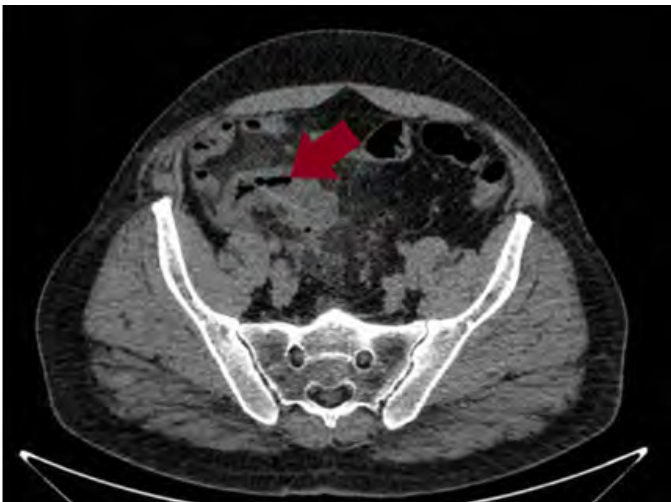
Corte axial de TAC donde se observa obstrucción intestinal.
